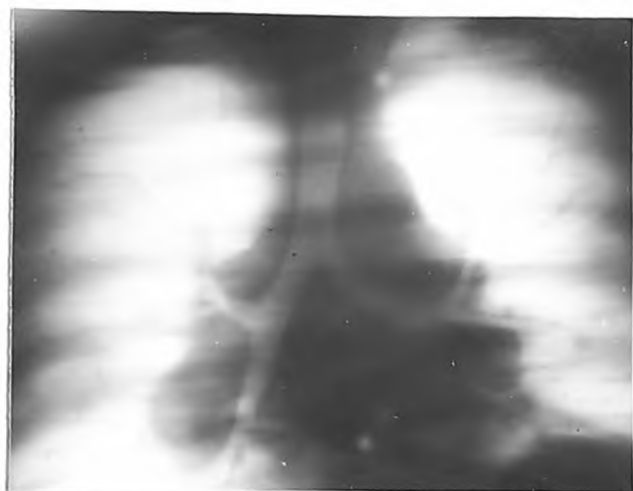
Томограмма характерной фронтальной бронхиальной плоскости с поперечным направлением размазывания. Срез 10 см от кожи спины.
